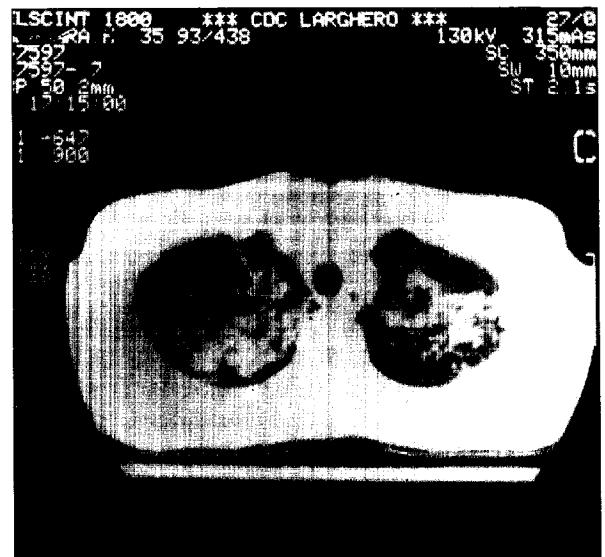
Paciente 2. Tomografía computarizada de tórax. Imágenes nodulares bilaterales, algunas excavadas.
